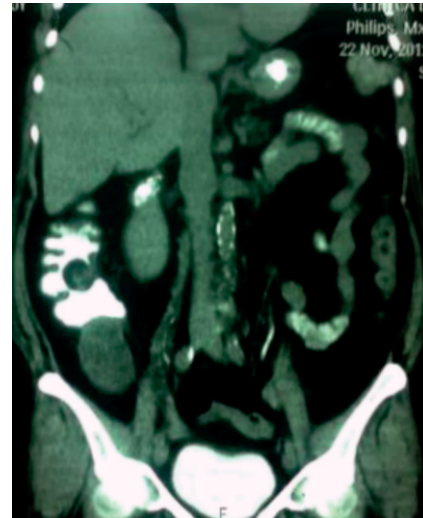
Tomografía computada abdominopélvica en la que se observa la presencia de tumoración dependiente de ciego, sin presencia de líquido libre en cavidad.
